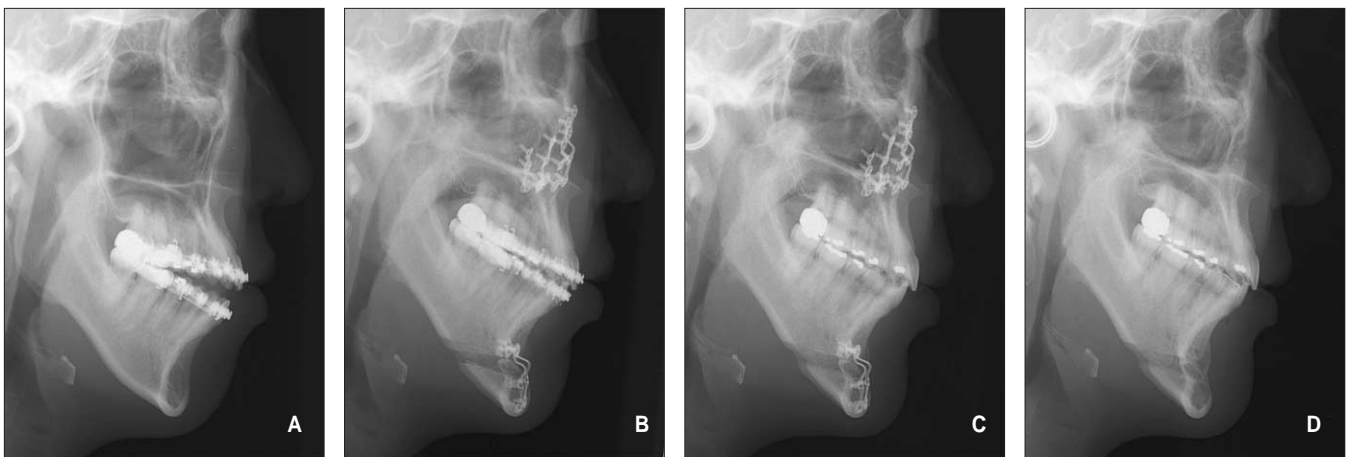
Serial lateral cephalographs of the same patient as Figure 1. A, Preoperative radiograph revealed that the patient had an open bite, vertical and horizontal deficiency of the chin. This case was planned as 8 mm vertical augmentation and 6 mm horizontal advancement genioplasty. B, 3 months postoperative cephalograph showed normal bone healing process in the grafted area. C, In 6 months postoperative radiograph appropriate bone union was made. After taking this radiograph, the patient underwent removal of plates and screws. D, 1 year after surgery, genial segment and soft tissue were well stabilized.
